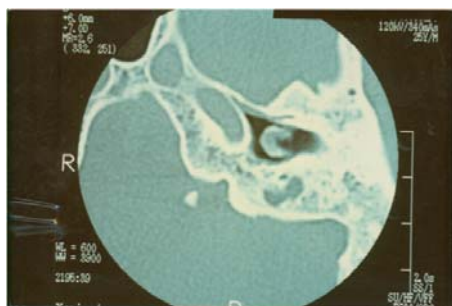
TC de crânio mostrando atresia de canal externo e cadeia ossicular displásica
